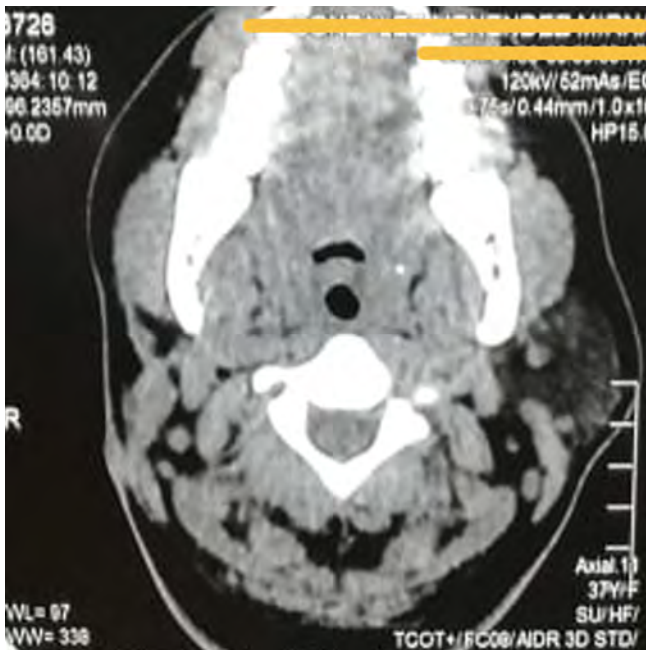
Tomografía preoperatoria.
